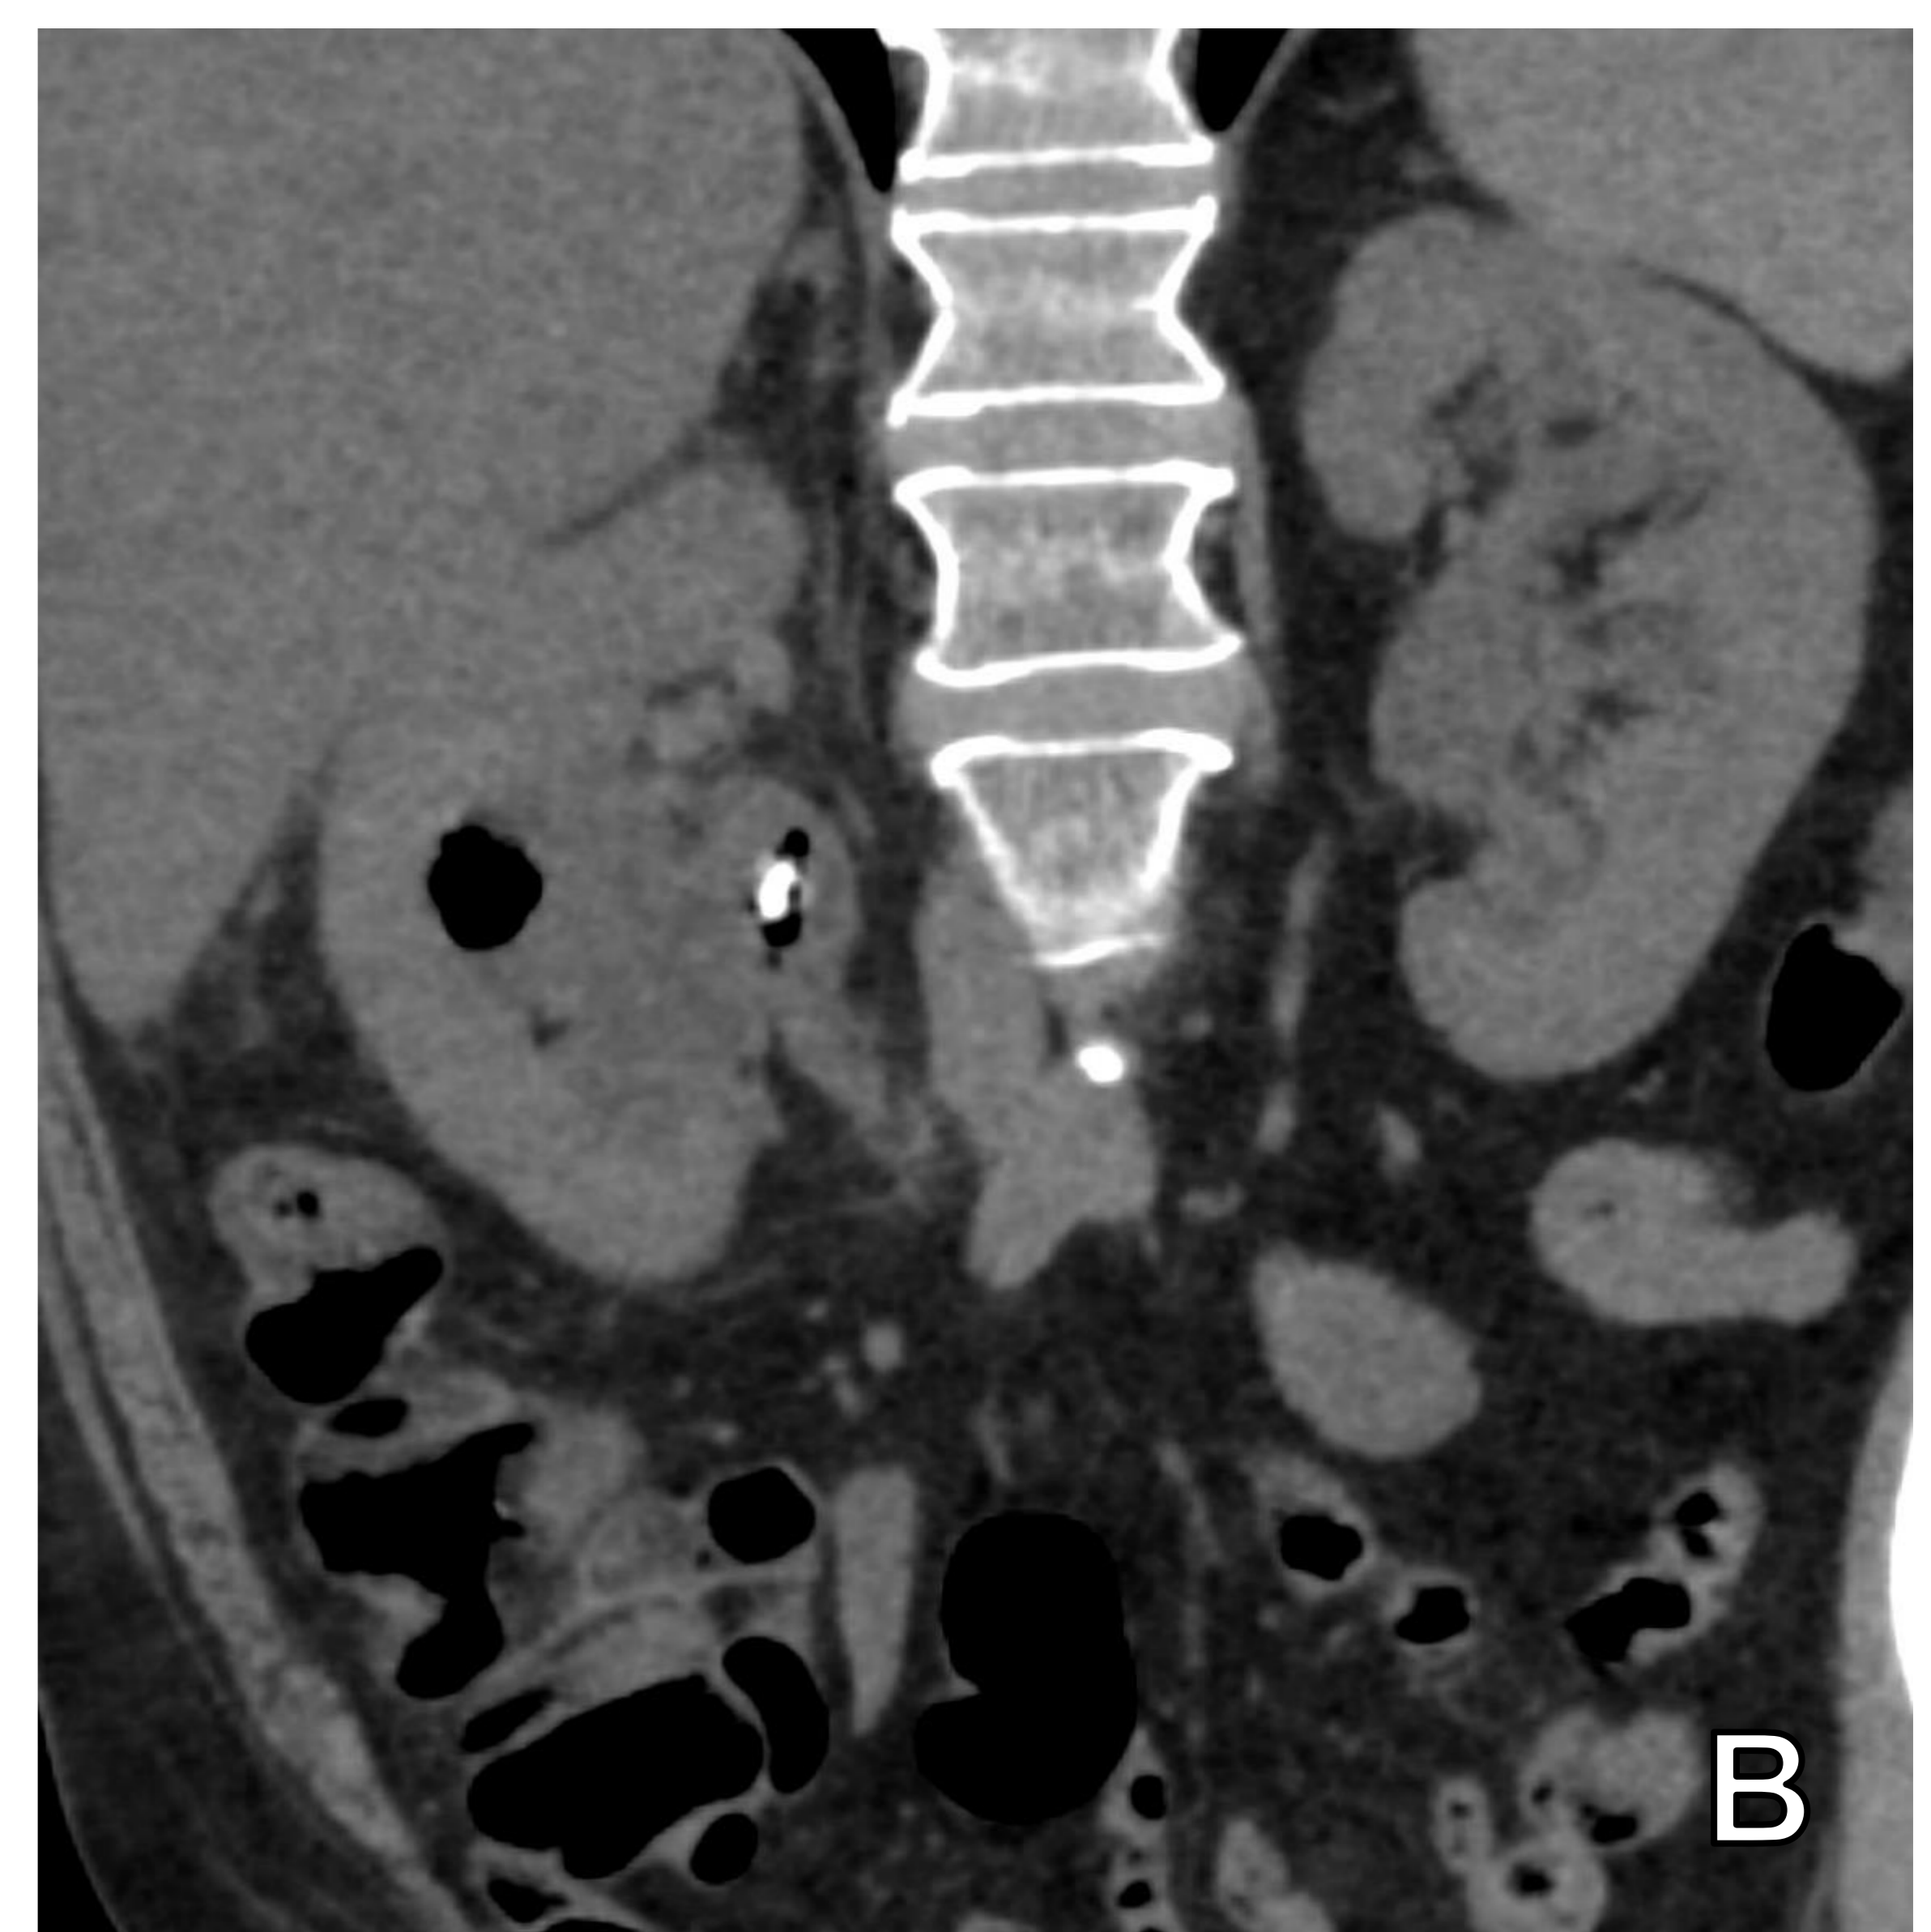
Pielitis enfisematosa. TC abdominopélvica sin contraste intravenoso, axial (A) y reconstrucción coronal (B). Riñón derecho aumentado de tamaño. Litiasis obstructiva en la pelvis renal con dilatación del sistema calicial, visualizándose burbujas de gas cálices renales. Asocia cambios inflamatorios en la grasa perirrenal, sin colecciones ni abscesos perirrenales.
